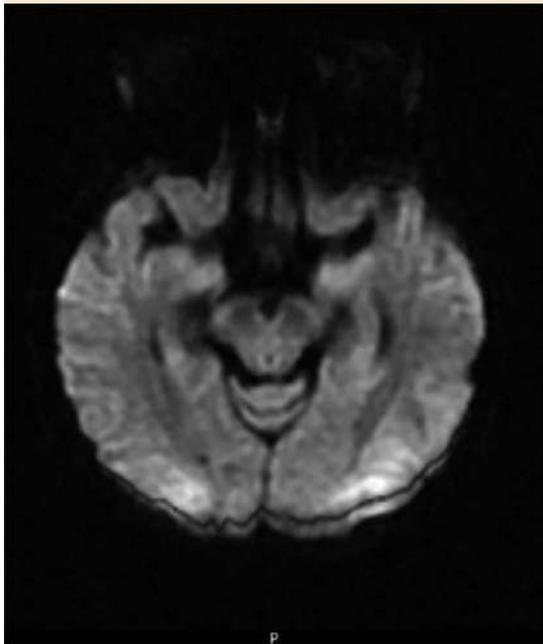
Resonancia magnética de cráneo en secuencia T2, con regiones de hiperintensidad en la misma zona occipito-temporal.
